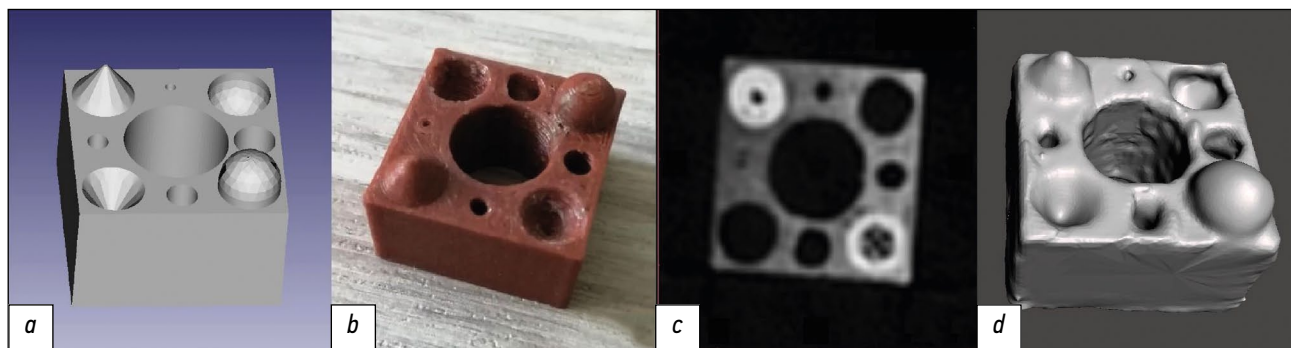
图2标准型号的外部1在步骤下限：a - 参数造型，b - 3D打印，c - CT扫描（轴向切片，窗口电平+805 HU，窗宽3718 HU，由于近距离铺设的灯丝较近的灯具水平平面）和d - 基于CT数据创建多边形网格。CT—计算机断层摄影
